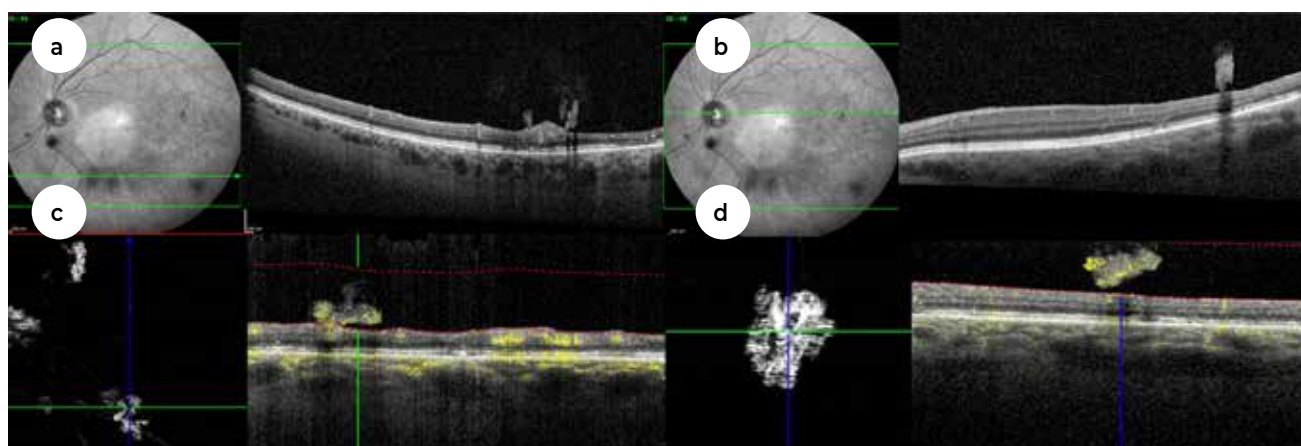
Tomografia de coerência ótica (OCT) macular do olho esquerdo em doente do sexo feminino com hemovítreo recorrente no contexto de oclusão de ramo temporal inferior da veia central da retina. Observam-se focos suspeitos de neovascularização retiniana no OCT (a,b), confirmados por angio-OCT (c,d).
